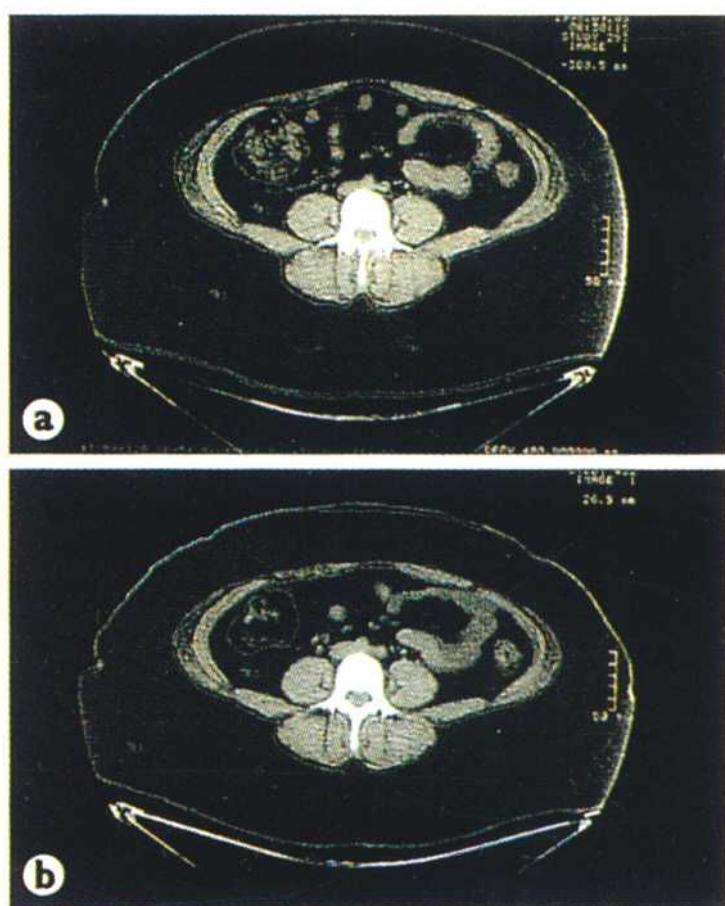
以電腦斷層掃描 (CT scans) 評估脂肪組織的質量。(a) 減重前。(b) 減重後。在各個部位的脂肪組織可以用這種技術測量。除了評估腹部的脂肪量之外，要測量全身的體脂肪量則需要很多的掃描，這對電腦掃描技術來說並不實用。對於MRI來說也有上述的缺點。
